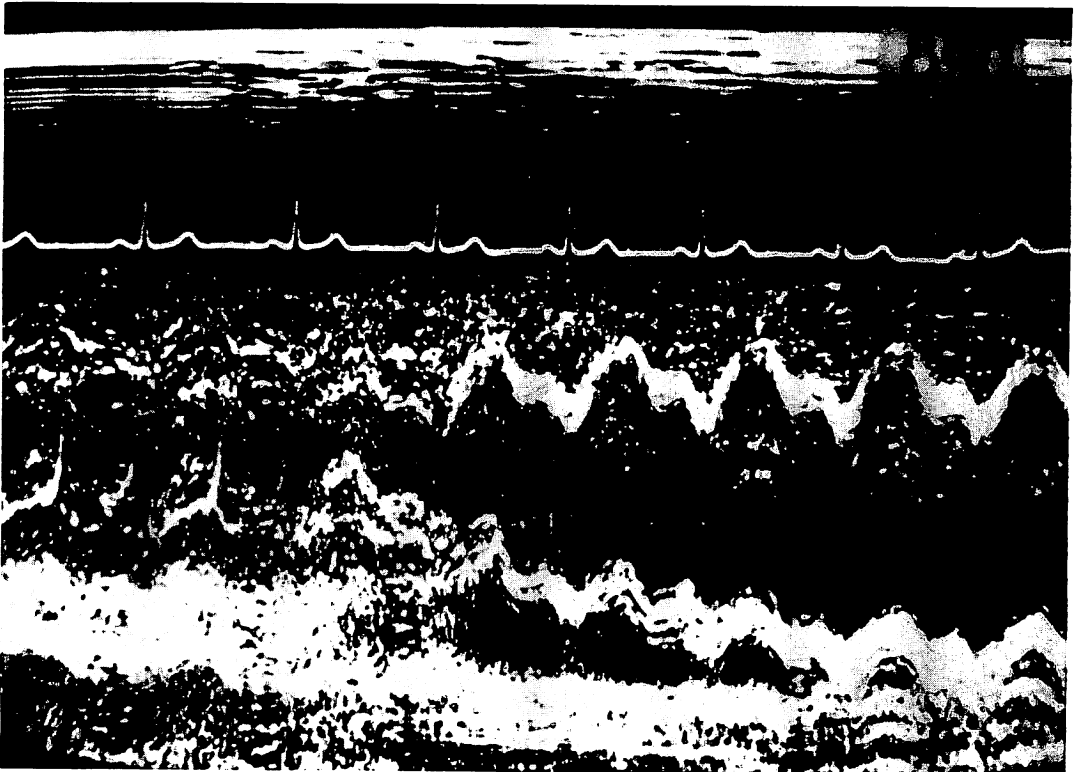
Echocardiographic M-mode scan from Case 7 with ascending aortic aneurysm without dissection.
